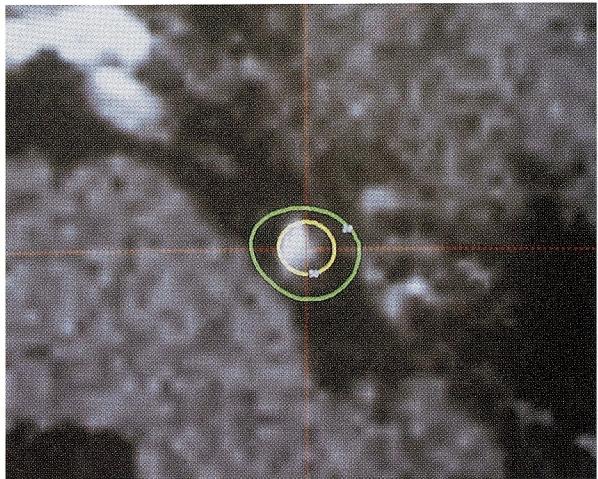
Treatment planning on axial T1-weighted MRI is shown. A single shot (4mm collimator) with a maximum dose of 80Gy focused on the root entry zone of the left trigeminal nerve. Dose at the lateral margin of the pons is 16Gy.
